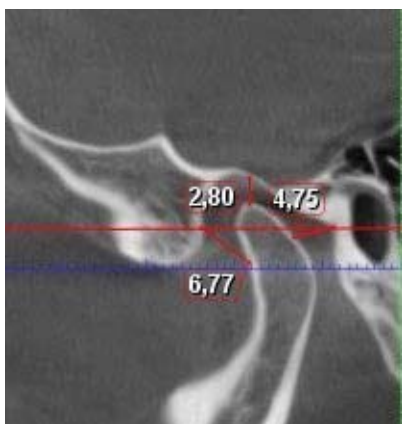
КТ СНЩС, звична оклюзія до лікування, верхня суглобова щілина 2,8 мм.
